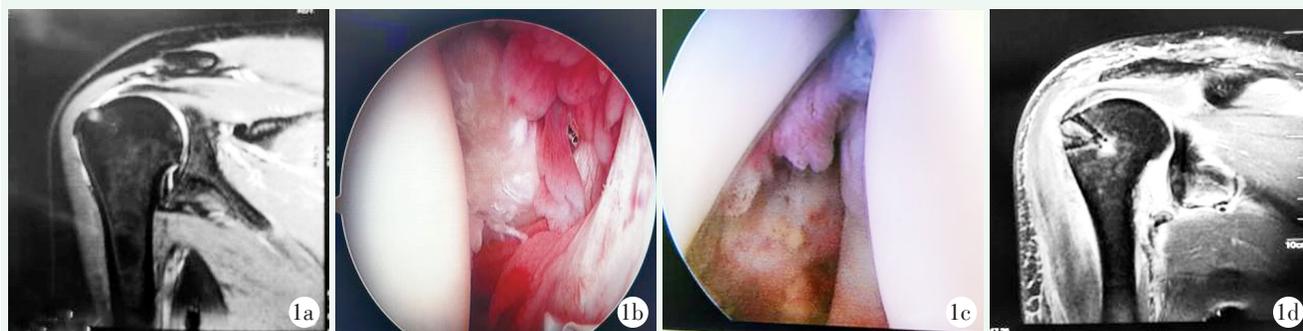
患者, 女, 45岁, 右肩运动损伤后疼痛、无力、活动受限6个月, 诊断为运动性肩袖损伤 1a: 术前MRI示冈上肌腱断裂 1b: 镜下见盂肱关节内滑膜充血水肿 1c: 肩修复后镜下见肩盂骨折块向前下方移位 1d: 术后次日MRI显示肩袖修复、锚钉位置良好
